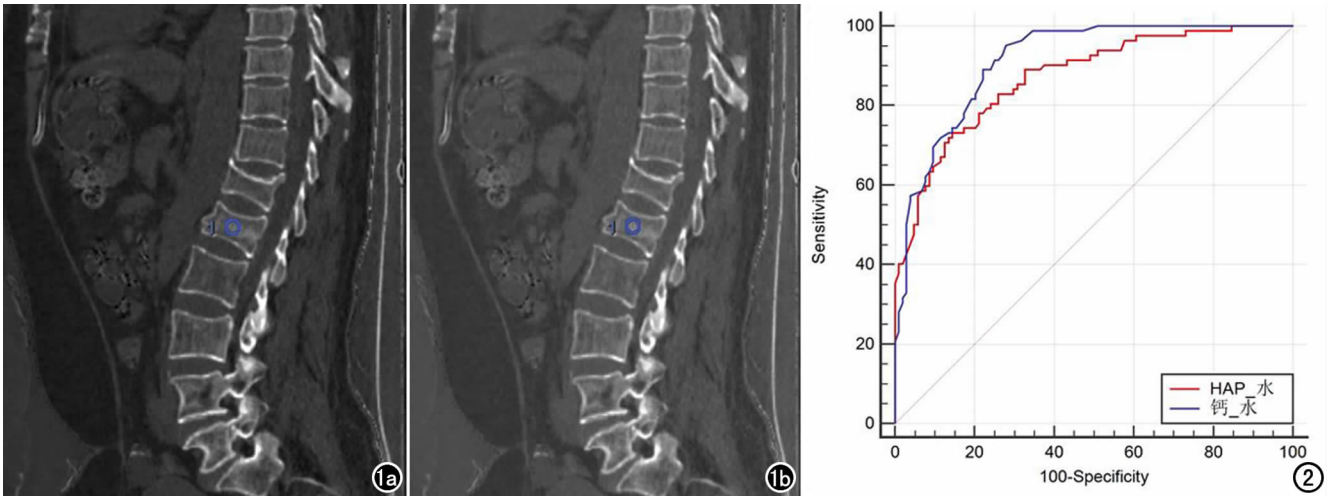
能谱 CT 基物质图像 ROI 区选取,在骨折椎体保留高度最高层面勾画 ROI。a)HAP-水图;b)钙-水图。
